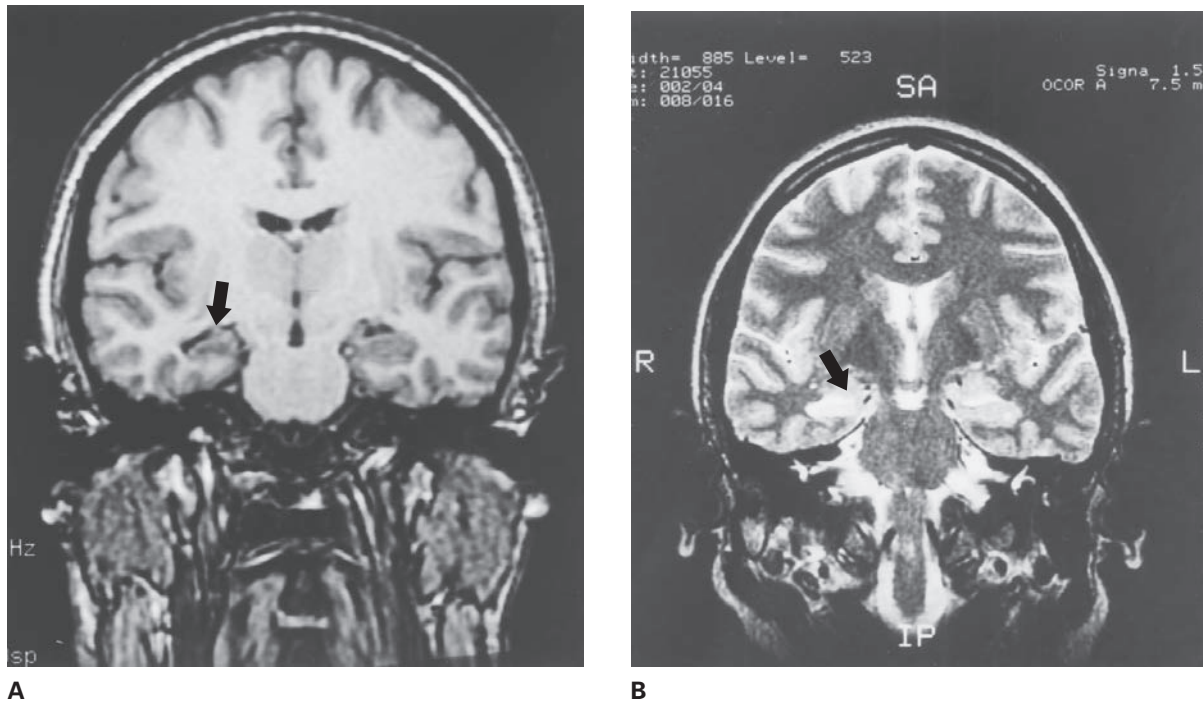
Esclerosis temporal medial. A, imagen de MRI en un corte fino volumétrico en el plano coronal, muestra disminución del tamaño del hipocampo derecho (flecha) y un agrandamiento secundario en el asta temporal del ventrículo lateral. B, imagen de secuencia T2 que muestra el cambio de la señal en los hipocampos (flecha). (Cortesía del doctor Peter Williamson.)
